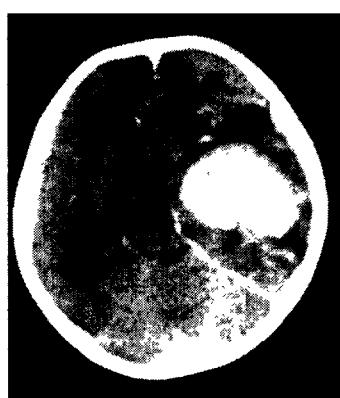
Brain CT showed tumor mass in left temporal lobe
